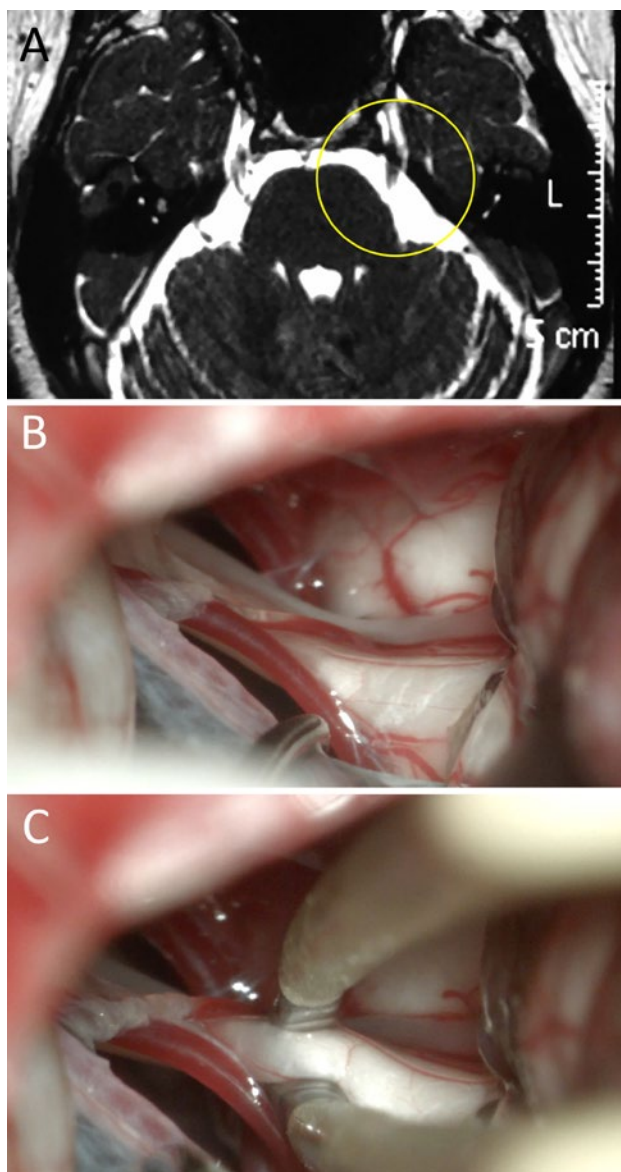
Mujer de 45 años de edad que presenta clínica de NT atípica refractaria a múltiples terapéuticas. En RM no se objetivó CNV. Ante persistencia del cuadro y el paciente expresó la voluntad de someterse a tratamiento quirúrgico. Se decidió DNV; durante la cirugía no se evidenció CNV alguno y se realizó neuropraxia. El paciente evolucionó con mejoría clínica. A) RM preoperatoria; B) hallazgo intraoperatorio; C) neuropraxia. NT: neuralgia trigeminal; RM: resonancia magnética; CNV: conflicto neurovascular; DNV: descompresiva neurovascular.
